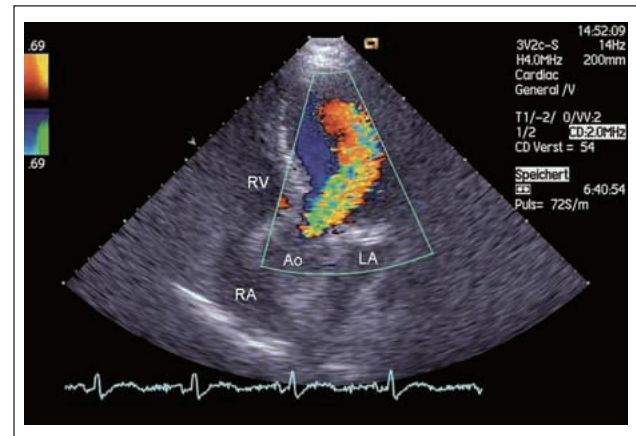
Echokardiogramm, apikaler Fünfkammerblick mit Farbdoppler: Breiter Regurgitationsjet aus der Aorta bis in die Spitze des linken Ventrikels. RV = rechter Ventrikel; RA = rechter Vorhof; LA = linker Vorhof; Ao = Aorta ascendens.
